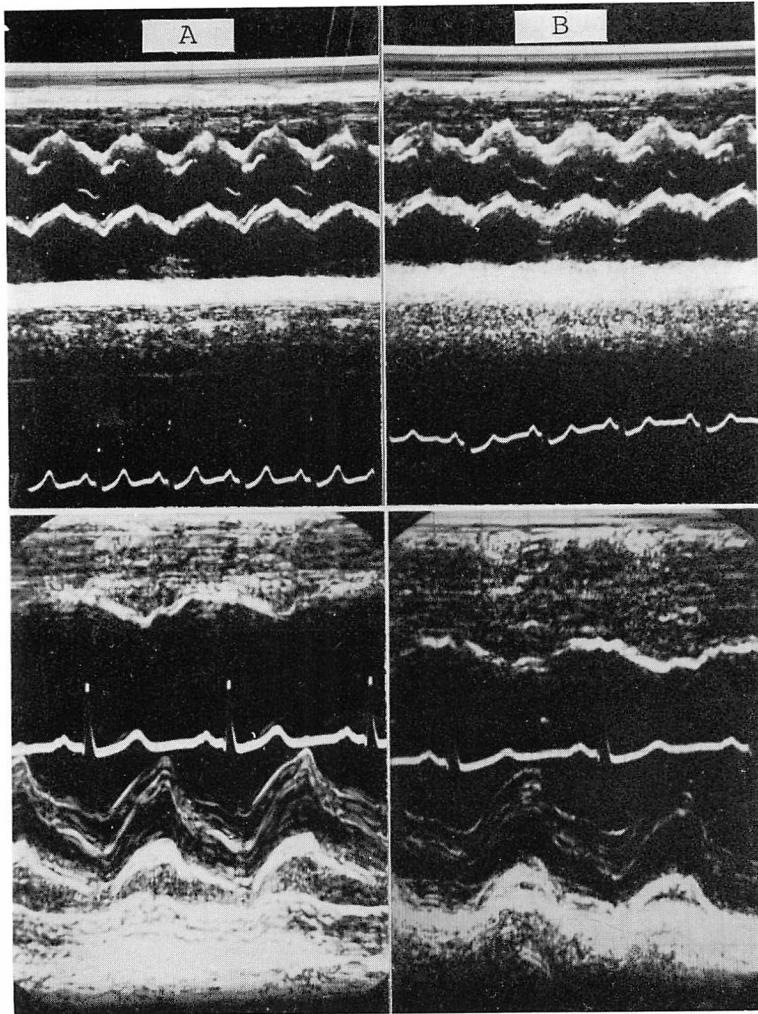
Echocardiograms of the same patient as shown in Fig. 2.
